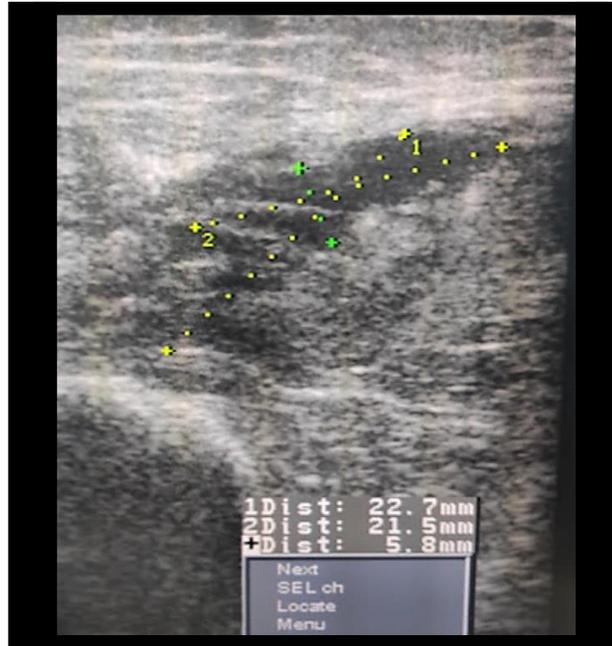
Ultrasonido de región glútea posterior al drenaje mediante aspiración.
